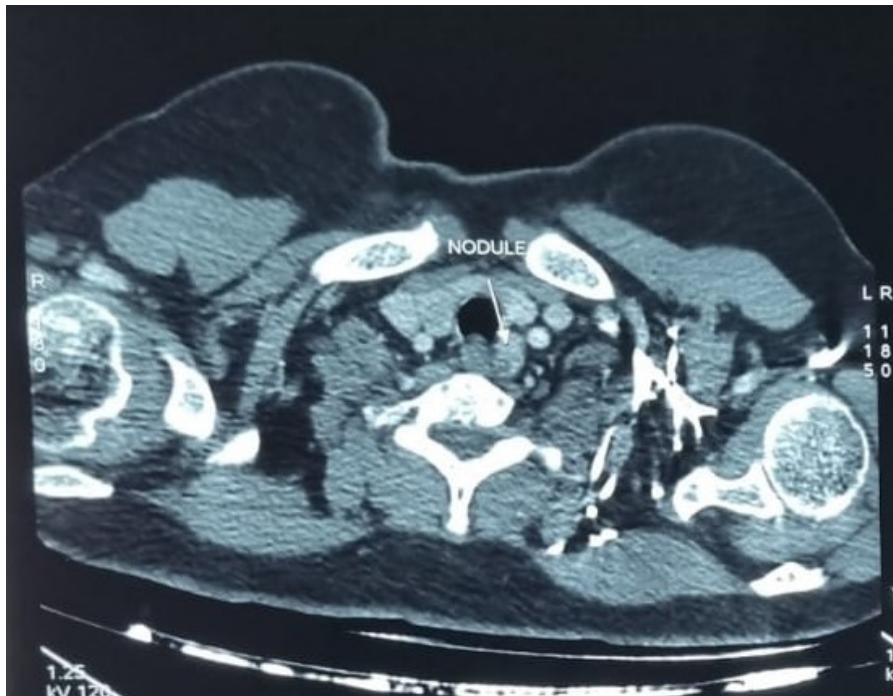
TDM cervico-thoracique montrant un adénome parathyroïdien retro thyroïdien gauche.*
